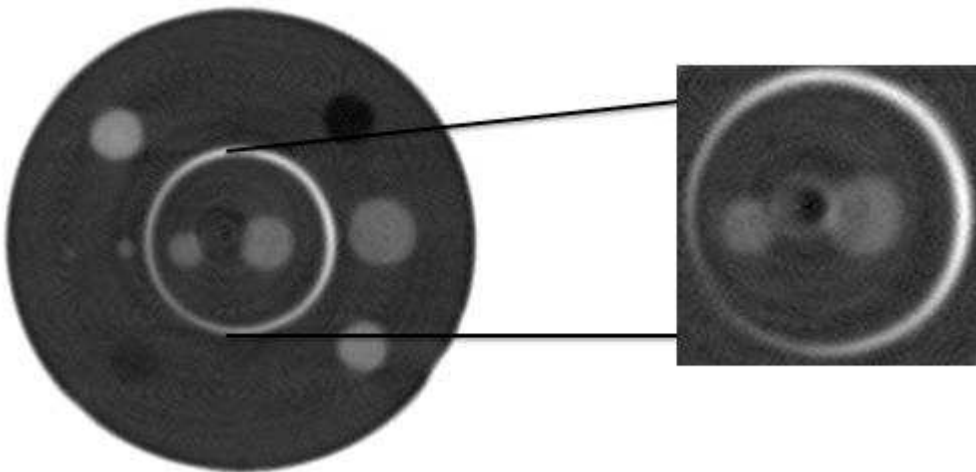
Área de seleção do *phantom* para a μ TC por transmissão.
